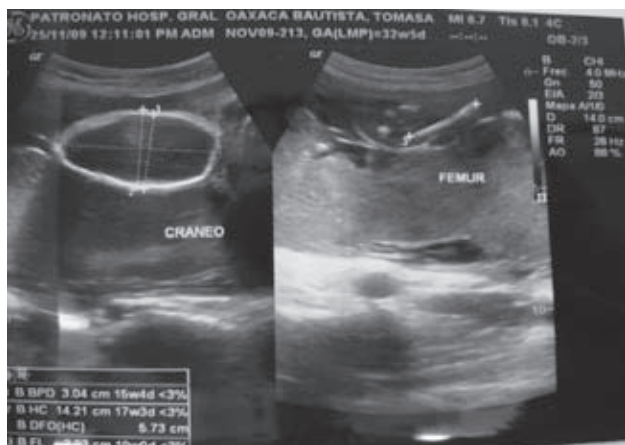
Caso 2, USG gemelo óbito
